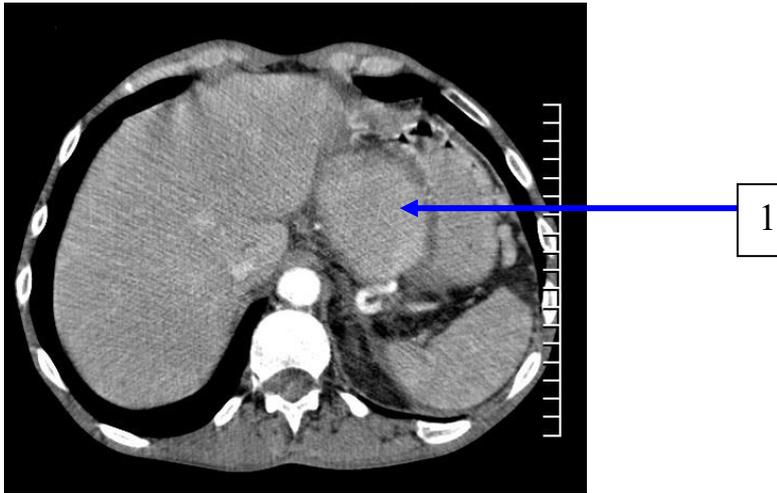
МСКТ больного хроническим панкреатитом: ложная аневризма селезеночной артерии (1)
